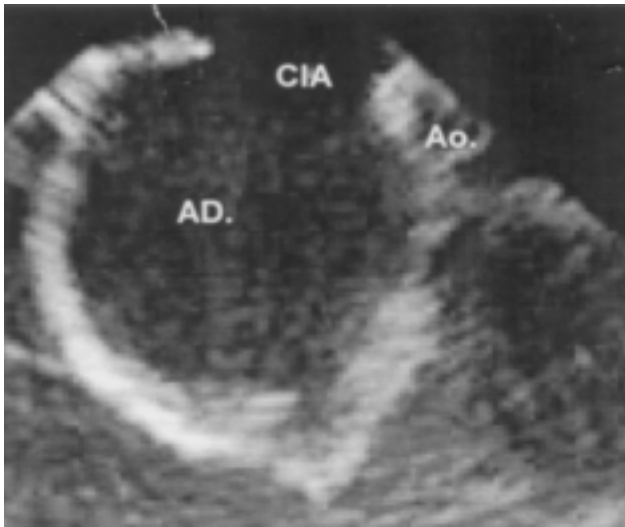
Ecocardiograma transesofágico donde se observa la presencia de CIA y la ausencia de borde inferior del septum.
